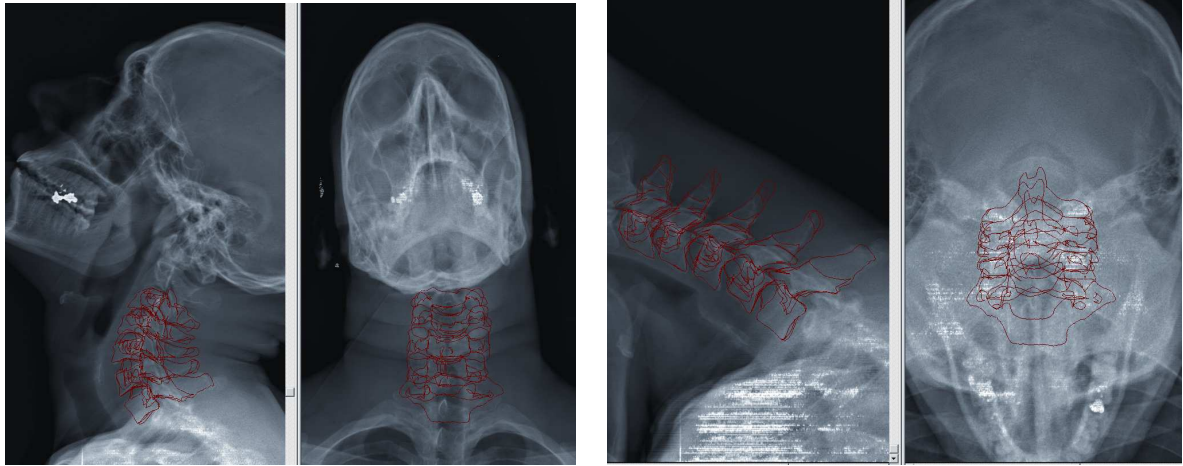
Radiographies en flexion / extension avec le système EOS.
